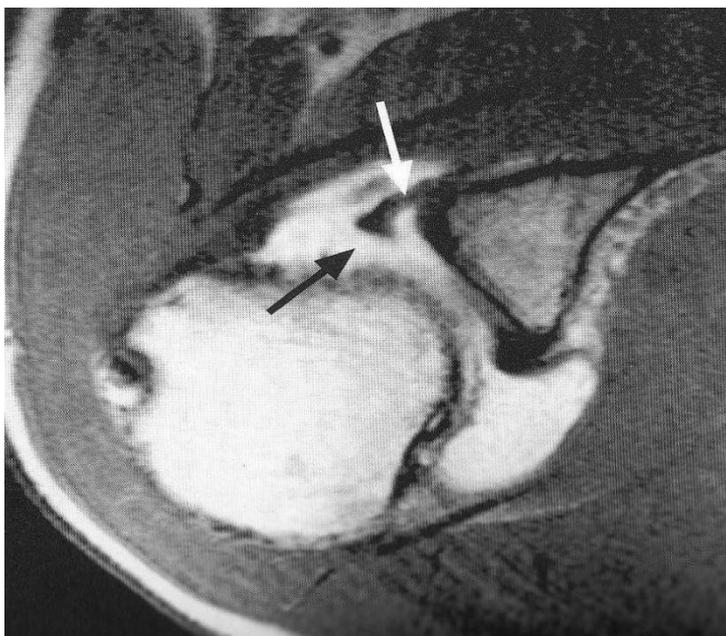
Bankart-Läsion ohne knöcherne Beteiligung (MRT)
